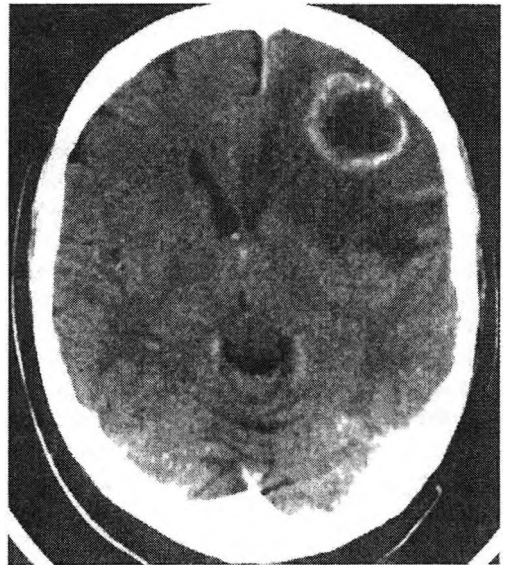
3. TAC craneal de una niña con tetralogía de Fallot, donde se aprecia un absceso frontal, con la típica imagen anular tras la administración de contraste, el edema perilesional y el efecto masa que provoca
